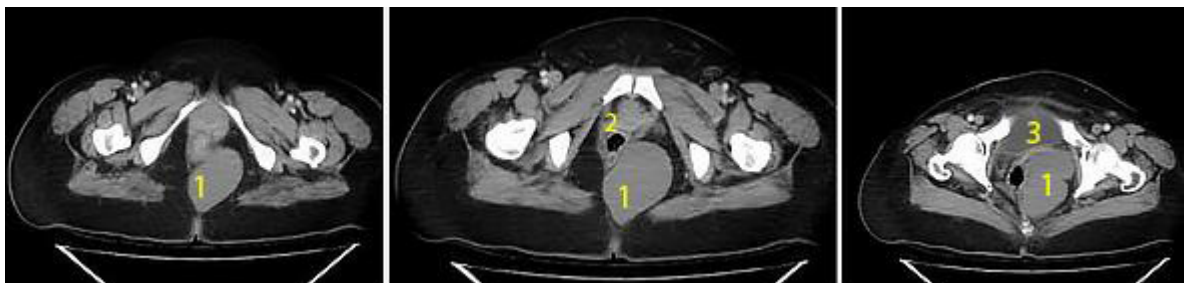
TAC abdomen contrastado: masa hipodensa voluminosa bilobulada localizada en la excavación pélvica pararectal izquierda, compatible con quiste de alta densidad dependiente de ovario izquierdo. (1) Masa hipodensa pararectal izquierda, (2) Recto, (3) Vejiga.
